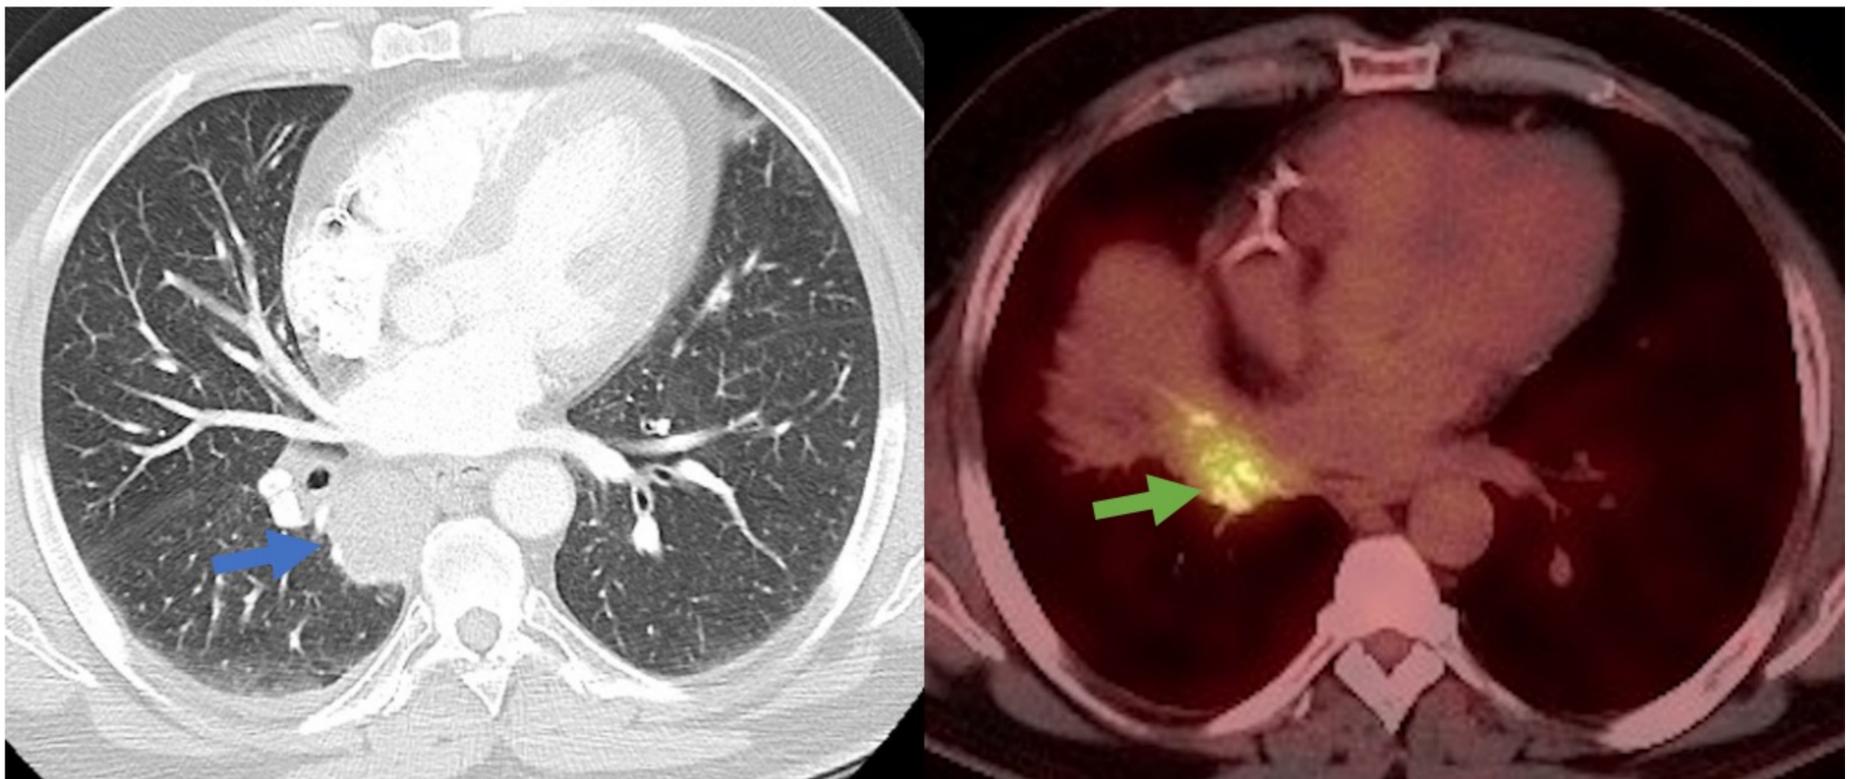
La imagen de la izquierda muestra un corte de TC con ventana de pulmón donde se evidencia una masa pulmonar perihiliar derecha (flecha azul). La imagen de la derecha es un PET-TC a nivel de la lesión pulmonar que muestra hipermetabolismo sugestivo de malignidad (flecha verde).
